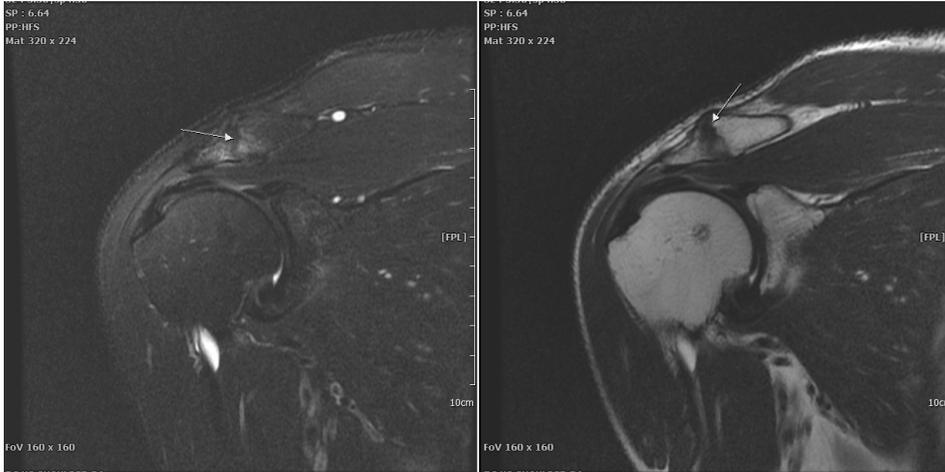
Coronal view of Rt. Shoulder MRI (Hypertrophic AC joint).
